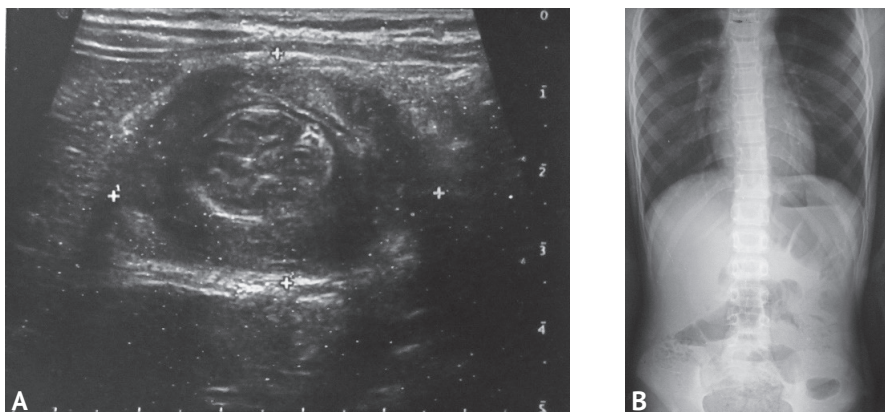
Данные обследования пациента: А — трансабдоминальное ультразвуковое исследование (поперечный скан): определяется мишеневидная структура; В — рентгенография органов брюшной полости в прямой проекции в вертикальном положении
